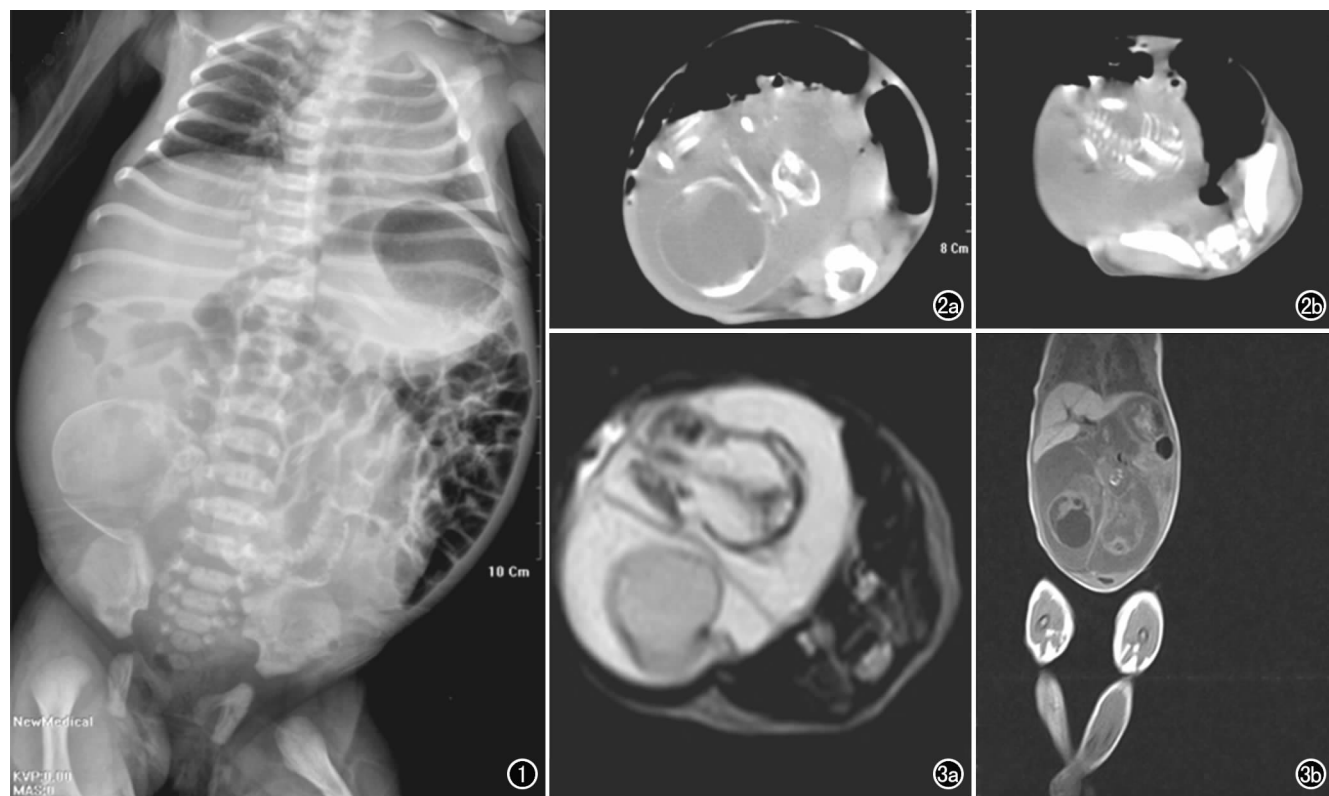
腹部正位片示右中下腹有一胎儿头颅骨骼影,偏左下腹可见胎儿脊柱影像。图 2 CT 图像。a) 中下腹囊性肿块内偏左侧可见胎体的部分髋关节、股骨及胫骨; b) 右中下腹有一较大囊性区,边界清楚,其内有一较大圆形胎头影,骨板连续,形态规则,中线区有一小类圆形不规则高密度影,似为骨板围成,其内有多条长管状骨。图 3 MRI 图像。腹腔内有等低混杂信号灶,肿块内信号不均,见带状分隔样改变,病灶内右下区域有颅骨样结构,颅腔内大片水样异常信号及似脑组织样信号,边界清晰,颅底有带状不规则软组织信号向下延伸,病灶左下区域有颅骨样结构,颅腔内呈等低混杂信号,颅底向下有不规则片状软组织影,其内有长管状及串珠状无信号区。a) 横轴面 T₂WI; b) 冠状面 T₁WI。
